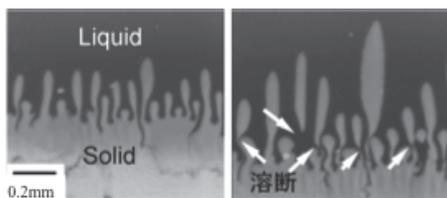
dendraitアームの溶断例(時間分解X線イメージング)
